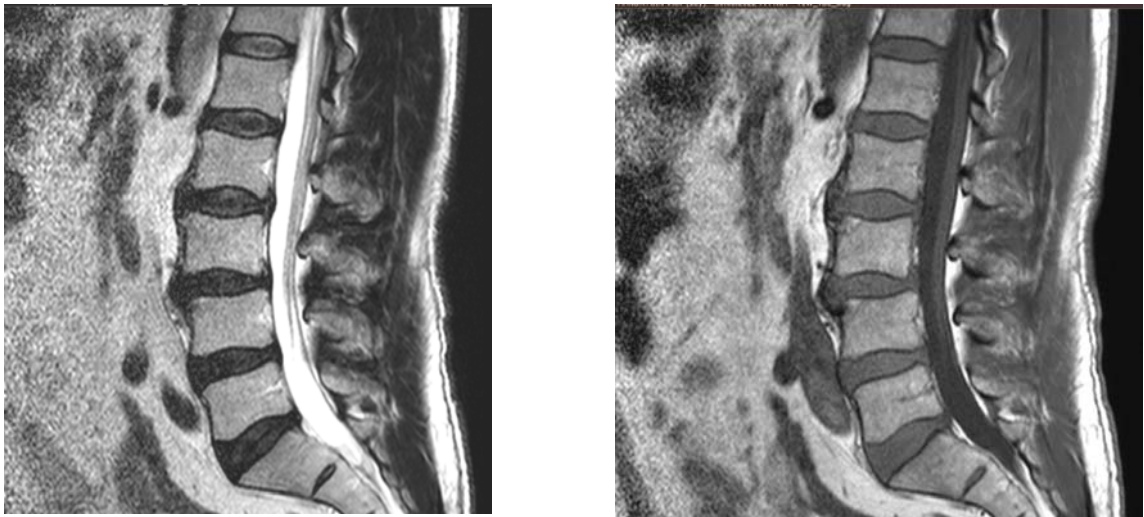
Контрольная группа. МРТ-изображения поясничного отдела позвоночника 66-летнего мужчины (Т2- и Т1-режимы, 1,5 Тл) контрольной группы, которого беспокоят боли в спине при физических нагрузках. Умеренная дегенерация межпозвонковых дисков 2–3 степени по Pfirrmann. Нет изменений типа Modic смешанного типа. 2–3 степень повреждений замыкательных пластинок. Дегенеративный спондилолистез L3-позвонка 1 степени
